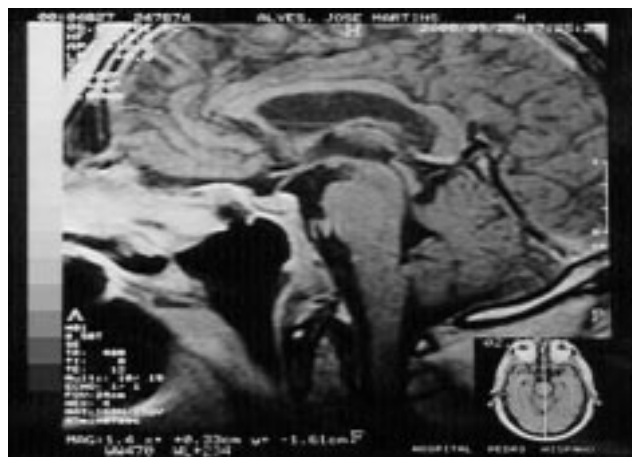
RMN encefálica, após tratamento por cirurgia e radioterapia Documenta-se franca redução da massa tumoral.
